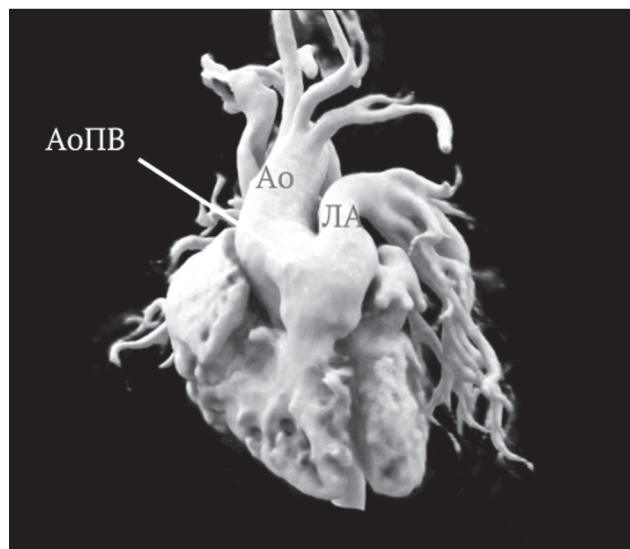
Комп'ютерна томографія. Аортопупльмональне вікно 7 мм
